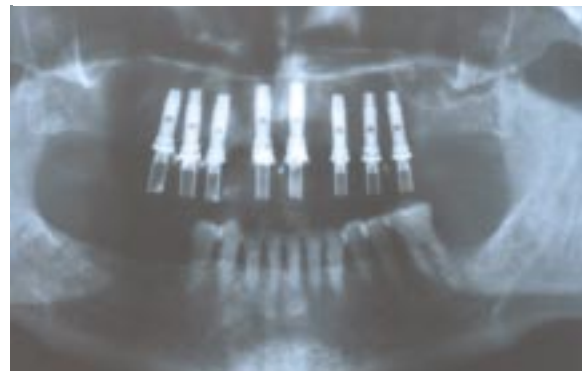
Radiografía a los dos meses.
